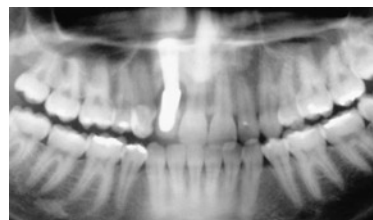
Radiografia panorâmica mostrando o posicionamento do implante.
